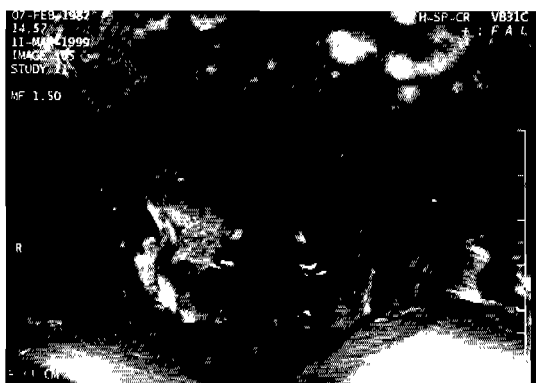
MR image of the pelvis in subchondral sclerosis, marked narrowing 1999 shows abnormal high and irregularity of the right S-I joint signal intensity at right S I joint, adjacent bone, and pelvic wall.
